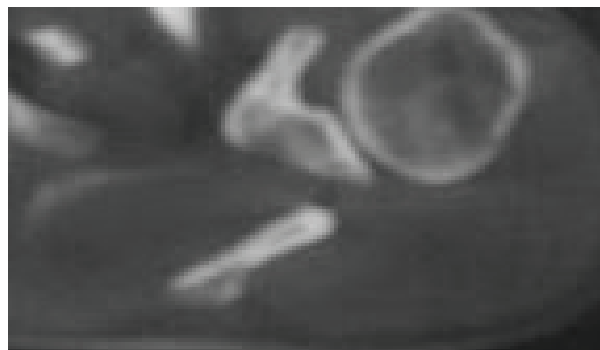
Tomografía axial computada que muestra fractura longitudinal del tercio medial de la clavícula
